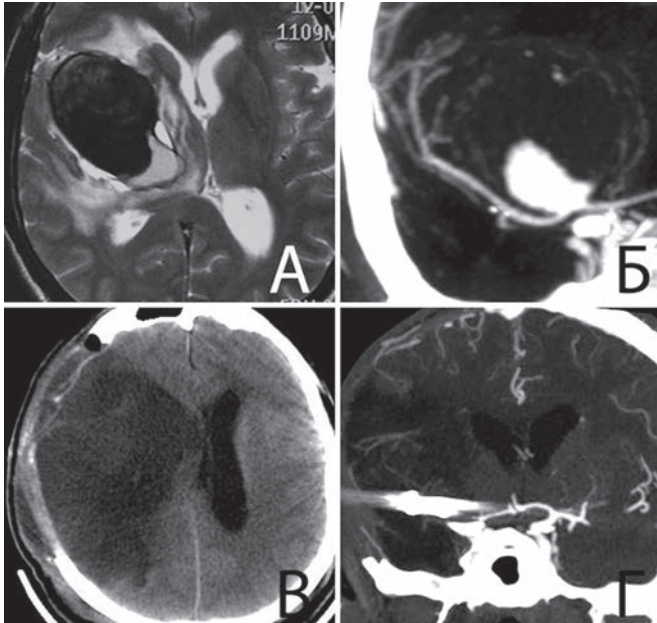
Большая зона ишемии в правом полушарии головного мозга в результате ИТА двух ветвей СМА после тромбэктомии и клипирования шейки гигантской аневризмы. А — МРТ до операции: видна тромбированная часть аневризмы; Б — КТ-ангиография до операции: видна функционирующая часть аневризмы; В — КТ через 1 нед после операции: ишемия правого полушария. Г — КТ-ангиография через 3 нед после операции: отсутствие контрастирования правой СМА.
